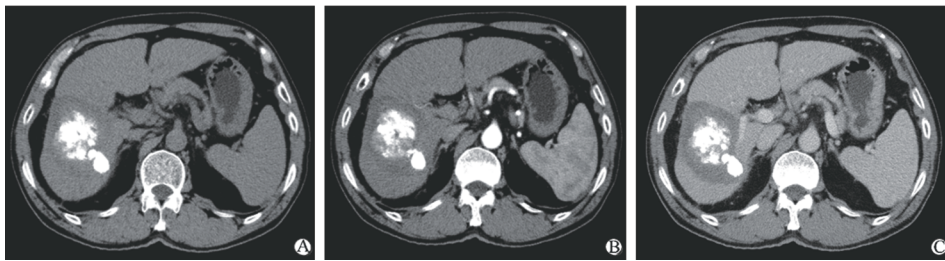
巨块型肝癌采用环形不间断微波消融后 CT 表现
